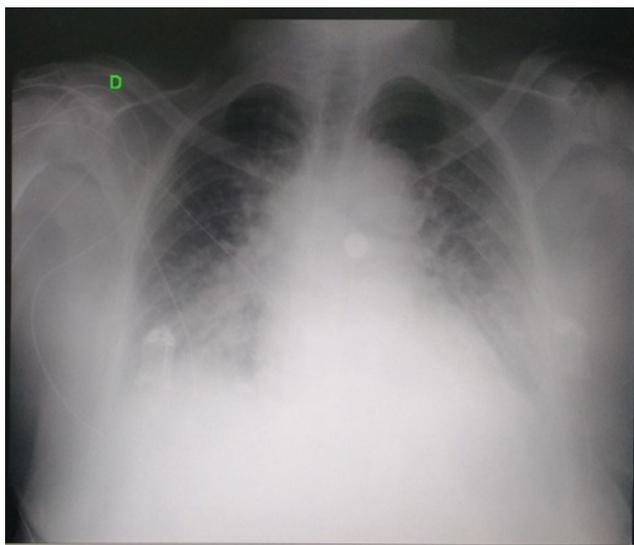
Radiografia de tórax com alargamento da silhueta e congestão bilateral pulmonar.
